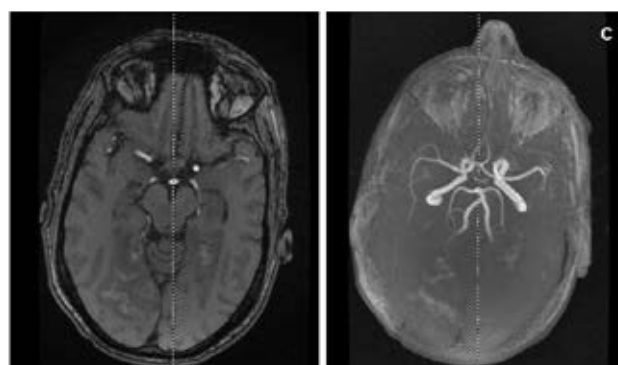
Magnetic resonance angiography: not revealing any defect on the vascular territory.
